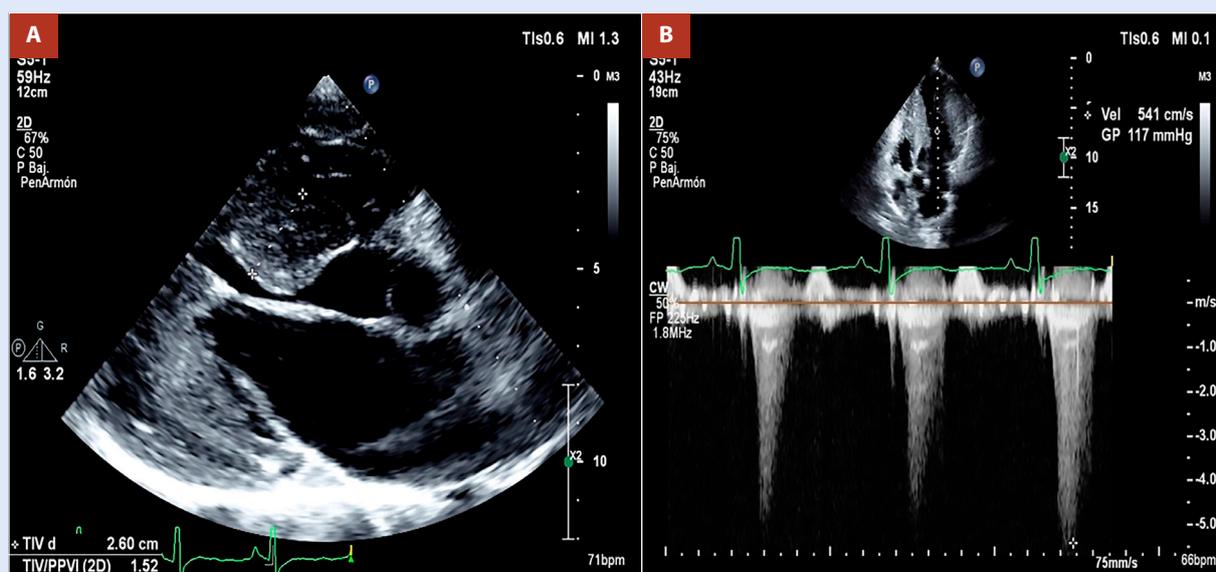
(A) Ecocardiograma transtorácico proyección paraesternal eje largo con documentación de septum de 2,6 cm y documentación de engrosamiento medioventricular. (B) Doppler continuo en TSVI con gradiente intracavitario pico de 117 mmHg.
